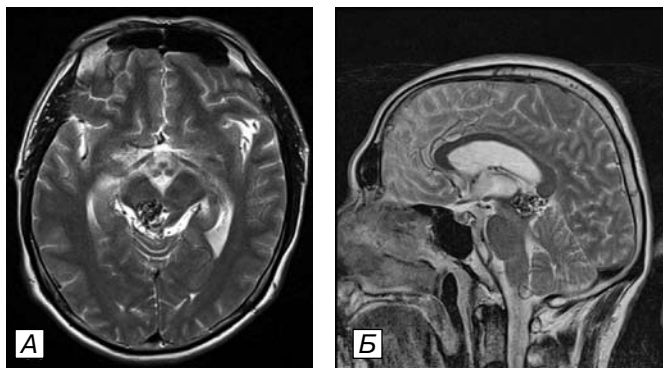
МР-томограмма головного мозга. Артериовенозная мальформация оральных отделов ствола. А — аксиальный срез, Б — сагиттальный срез.
